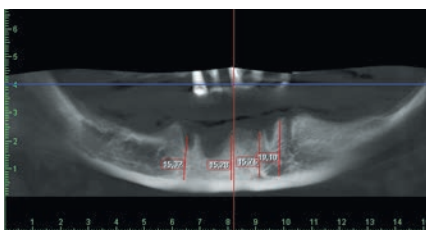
Рентгенологическое обследование пациентки перед началом лечения
